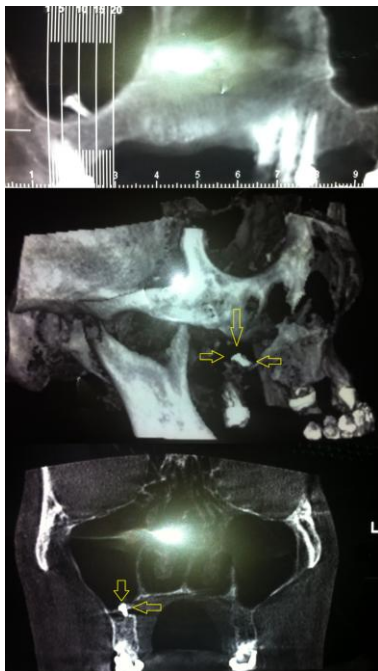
Cone Beam Computerized Tomography images showing membrane fixation screw in the maxillary sinus base
